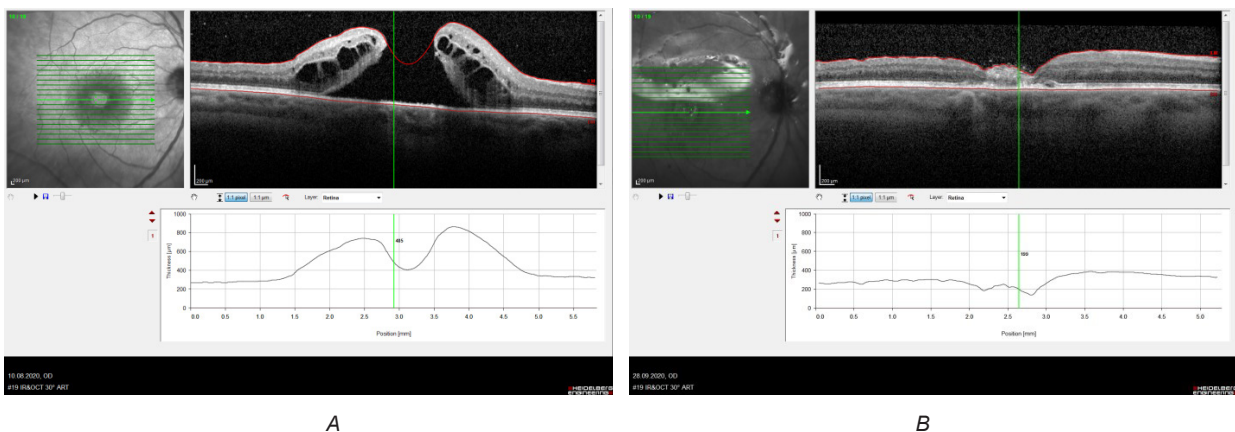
Данные оптической когерентной томографии правого глаза пациентки С. 55 лет: А — до оперативного лечения; В — закрытие макулярного разрыва через 1 месяц после второго этапа оперативного лечения
